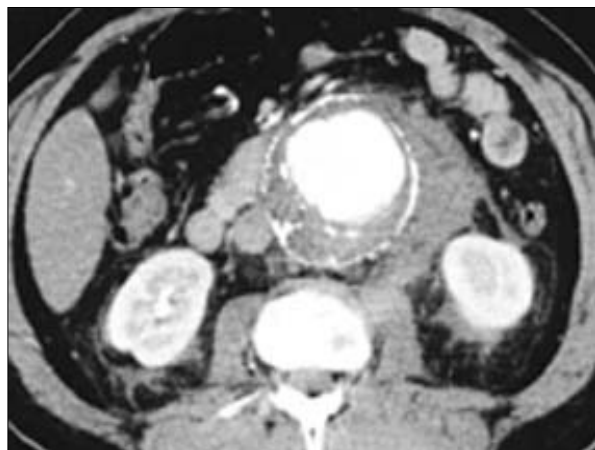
TAC preoperatoria con presencia de sangre en el retroperitoneo.
